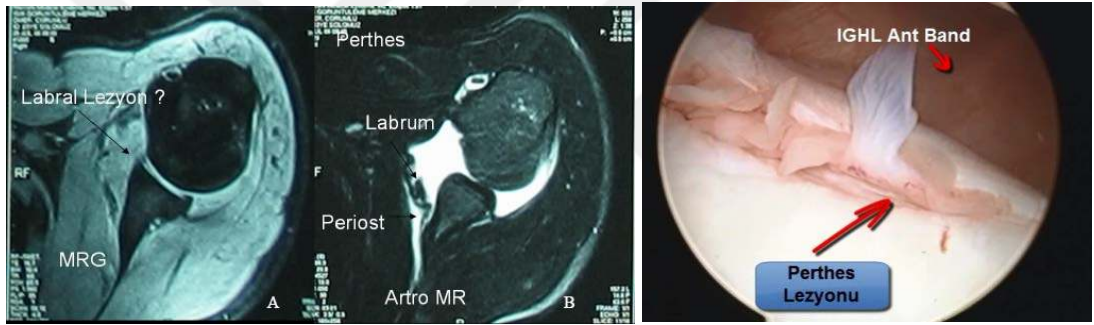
MRI ile labral Bankart
